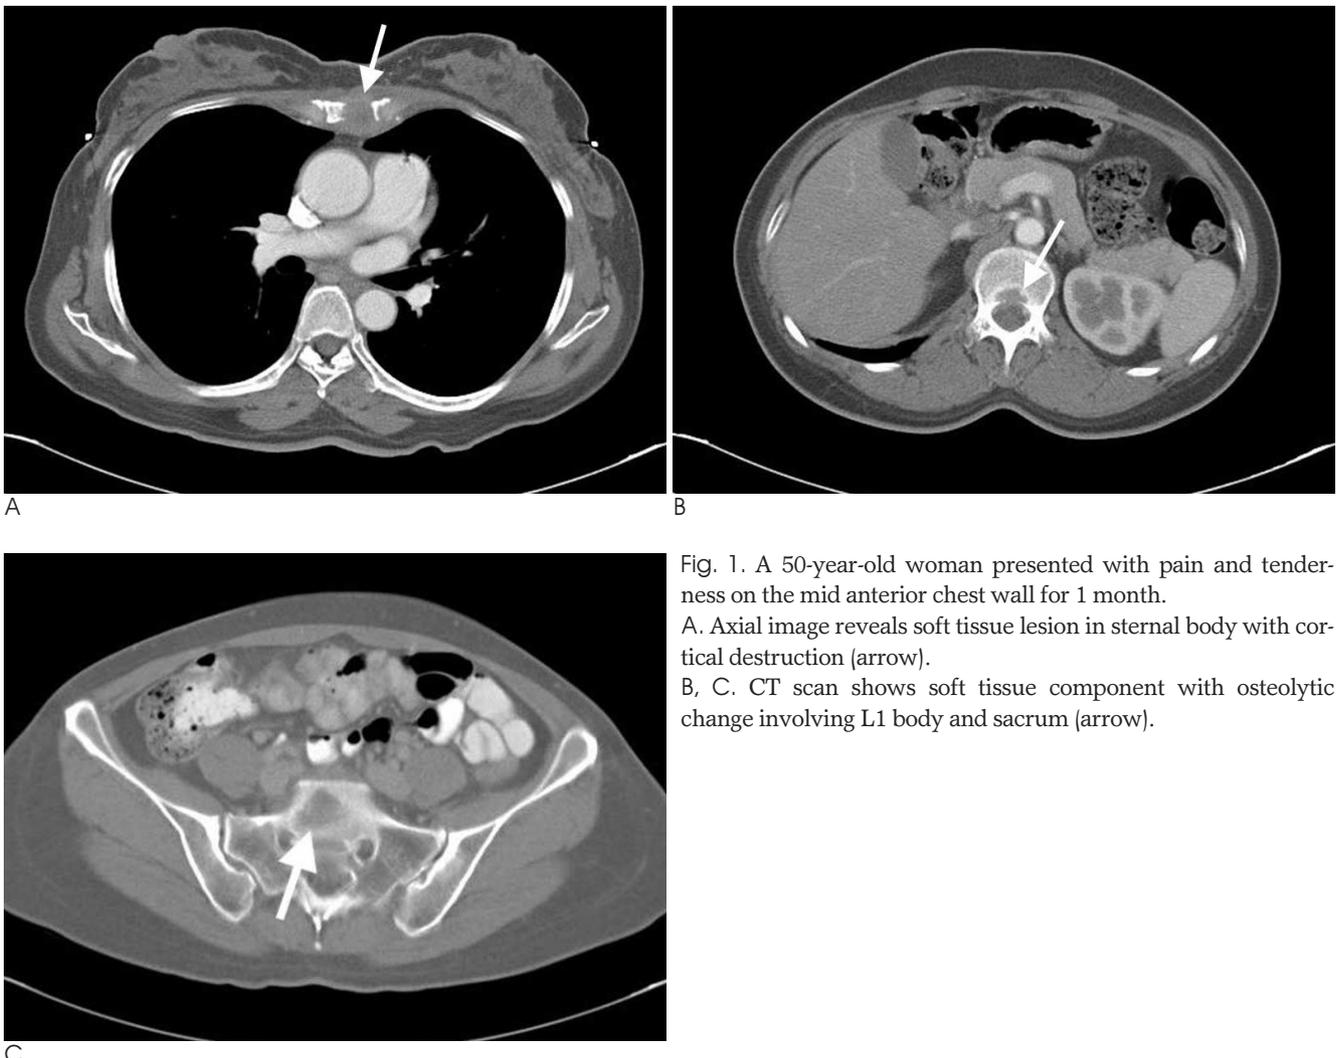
A 50-year-old woman presented with pain and tenderness on the mid anterior chest wall for 1 month. A. Axial image reveals soft tissue lesion in sternal body with cortical destruction (arrow). B, C. CT scan shows soft tissue component with osteolytic change involving L1 body and sacrum (arrow).
